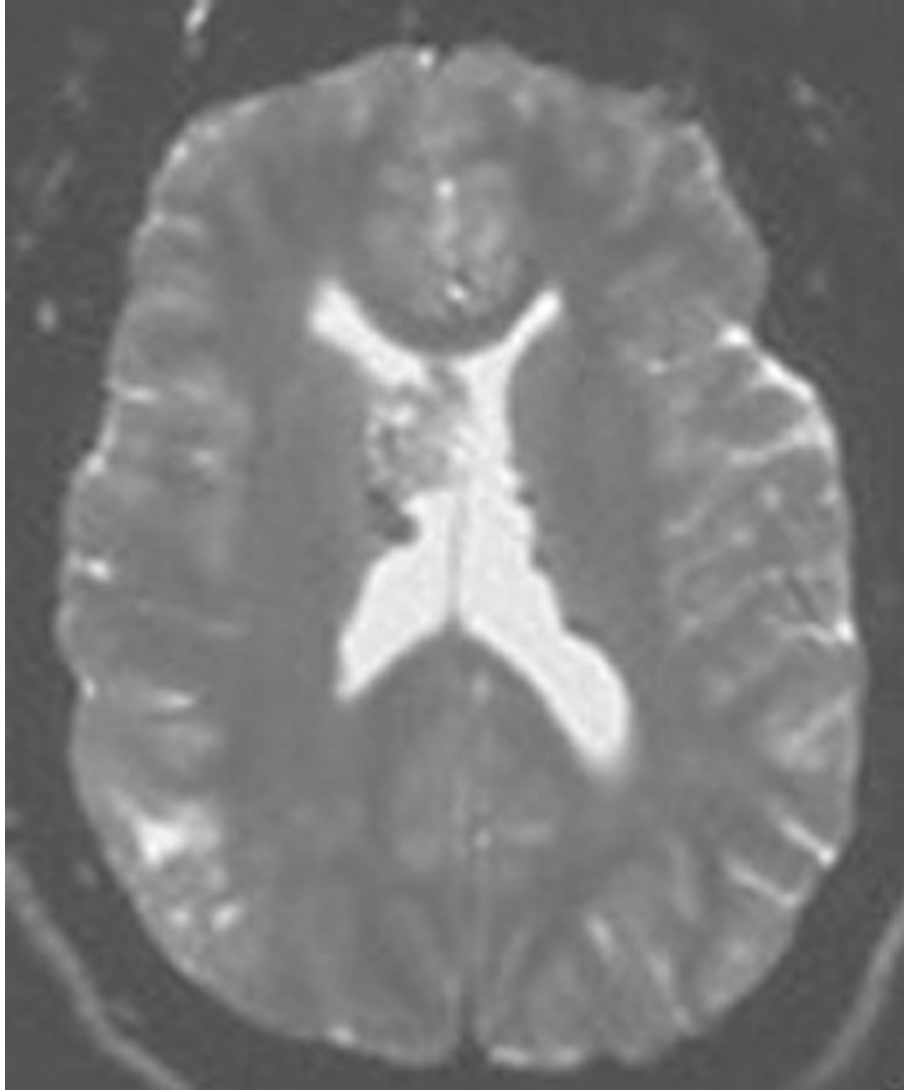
Corte axial de resonancia magnética nuclear ponderada en T2 (cortesía del Dr. Ajay Gupta).
